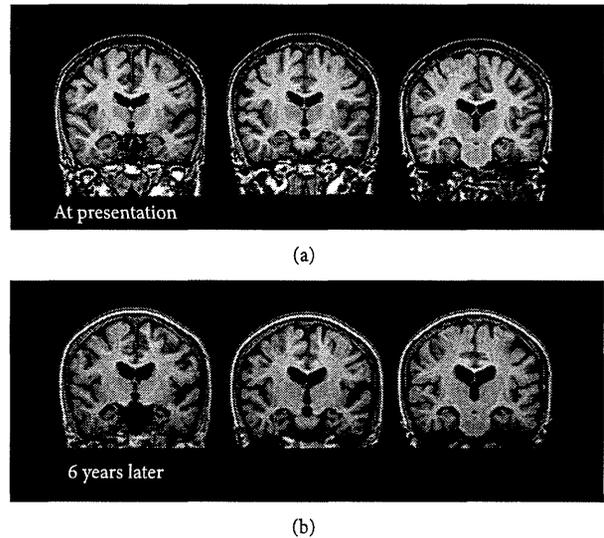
Coronal T1 weighted brain Magnetic Resonance Image (MRI) of the patient in Case C at presentation (a) and 6 years later (b). No remarkable vascular changes or mass signs were observed. Diffuse cerebral and hippocampal atrophy, as well as enlargement of the lateral ventricles, which advanced in 6 years, was consistent with comorbid Alzheimer's disease.
